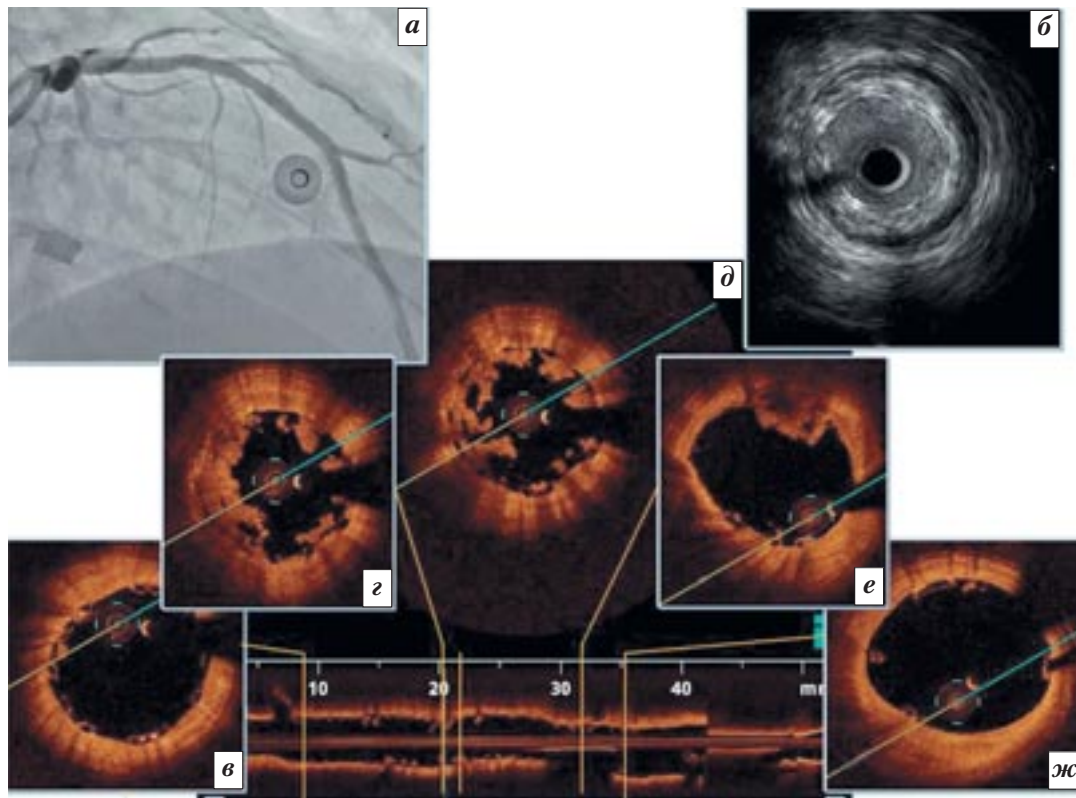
Результаты контрольных исследований у пациента X. Контрольные ангиография (а) и ВСУЗИ (б) фиксируют удовлетворительный результат. Однако по данным ОКТ при хорошей адаптации каркаса в проксимальном (в) и дистальном (ж) участках в среднем его сегменте имеется массивное пролабирование атероматозных масс с элементами белых (з, д) и красных (е) тромбов.
